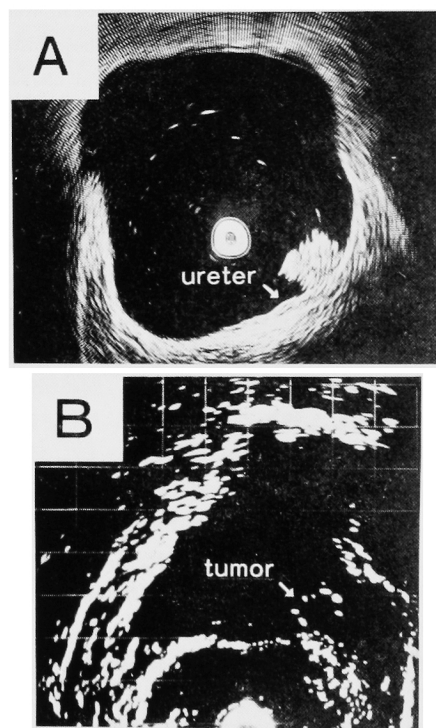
Case 1. A: Transurethral ultrasonogram
